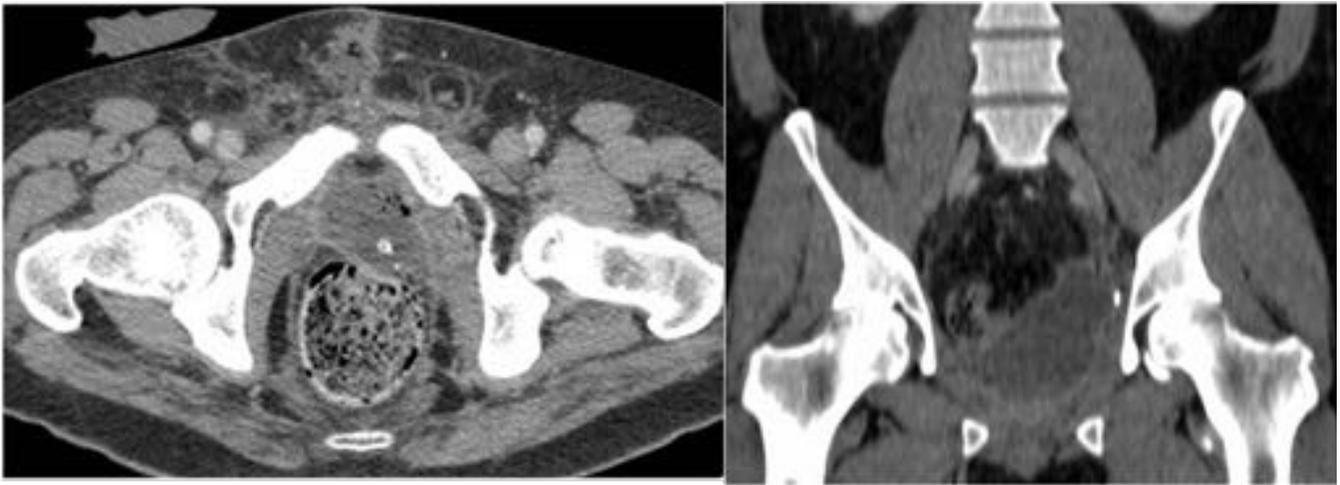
TC abdominal axial y reconstrucción coronal. Absceso pélvico que drena a través de la uretra.
